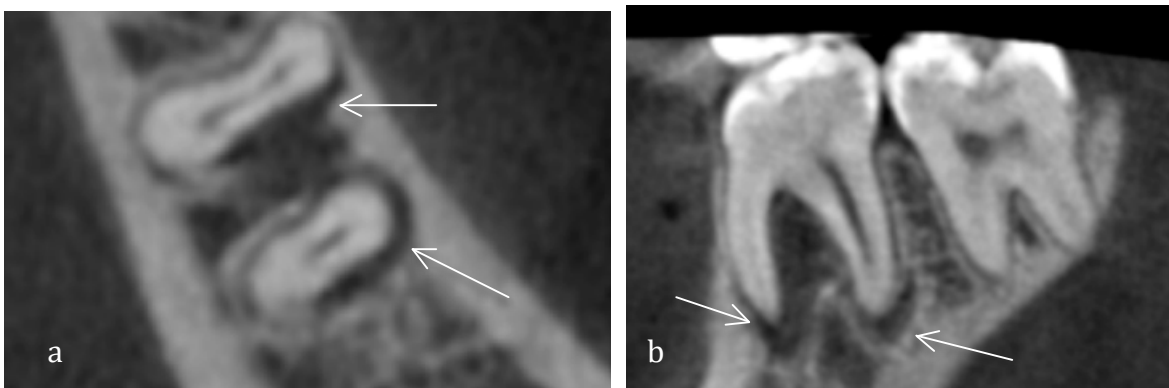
a. Cone beam pieza 3.6 corte axial se puede observar el cierre apical con lesión que rodea ambas raíces. b. Corte sagital se observa la lesión en ambas raíces
